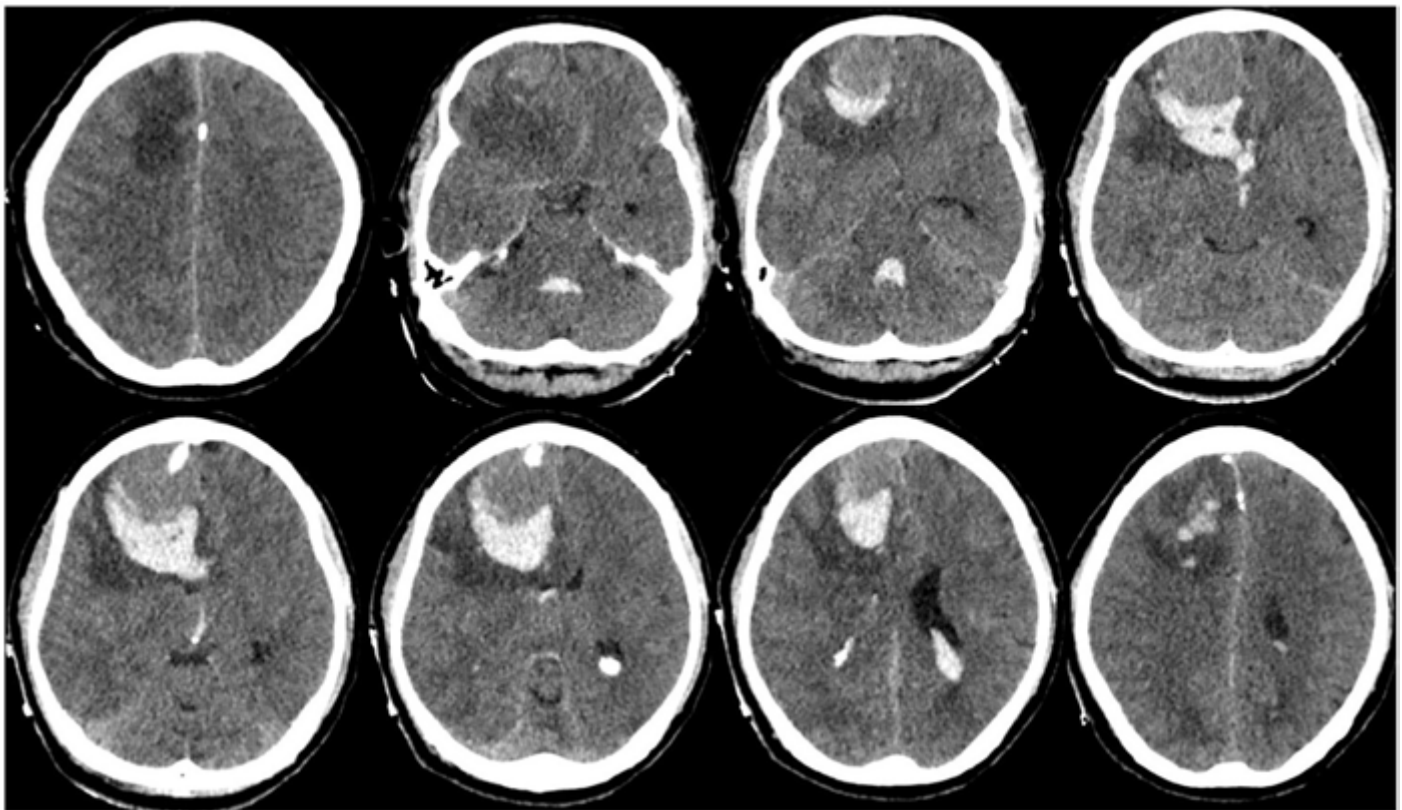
Preoperative cranial TC.
